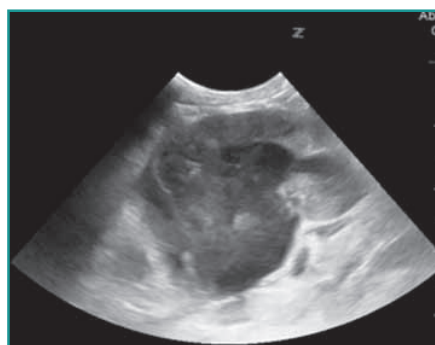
Immagine ecografica del soggetto in cui si osserva la neoformazione addominale in oggetto.
